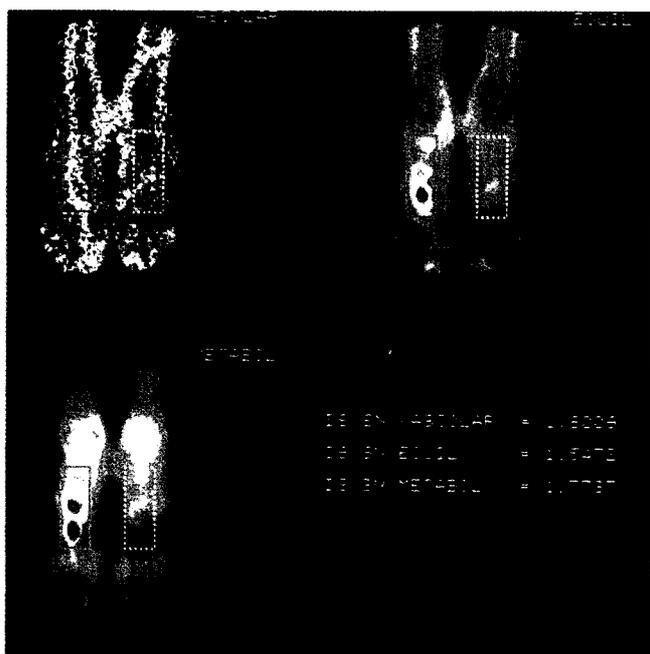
R.L. 1500 m scintigrafia ossea trifasica dei piedi con 99 mTc MDP (555 MBq) (foto a sinistra) a livello del 2° metatarso di destra presenza di due zone adiacenti caratterizzate da aumento significativo della radioconcentrazione sia nelle fasi precoci e sia in fase tardiva. Diagnosi: Frattura da stress in parte recente ed in parte in fase riparativa più avanzata. (Foto a destra) In fase tardiva si rileva, soprattutto nella proiezione obliqua, un reperto positivo in corrispondenza dello scafoide quale esito di pregressa frattura.
